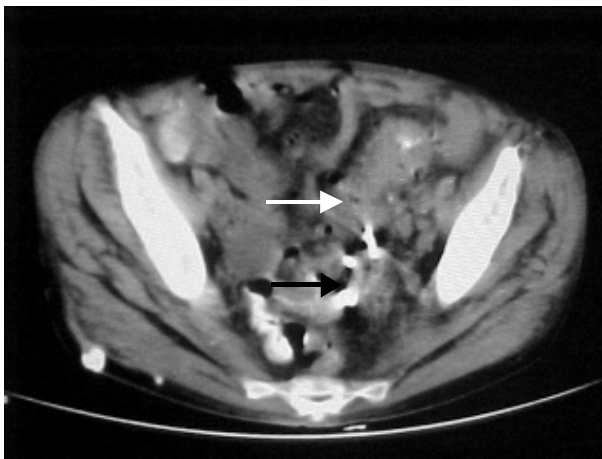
Divertículos sigmoides (flecha blanca) y absceso peridiverticular en tomografía de pelvis (flecha negra).
